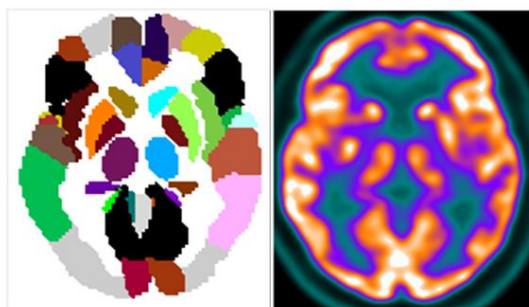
Cortes axiales del atlas AAL a la izquierda, y PET-FDG normalizado al espacio MNI a la derecha
